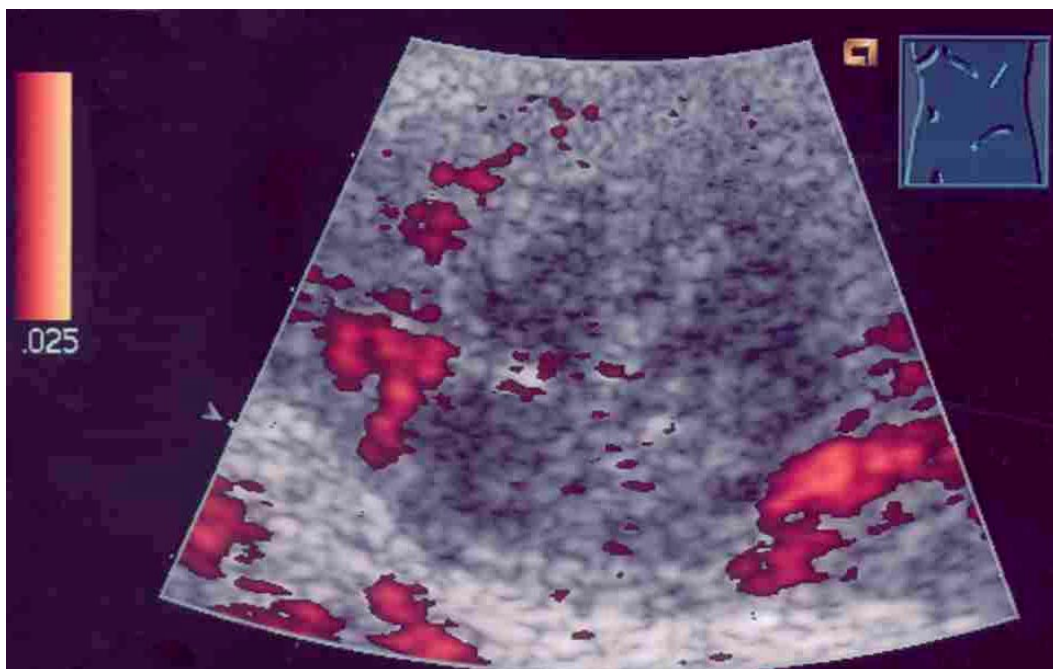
Power-Doppler: keine Flußsignale im Bereich der Läsion
